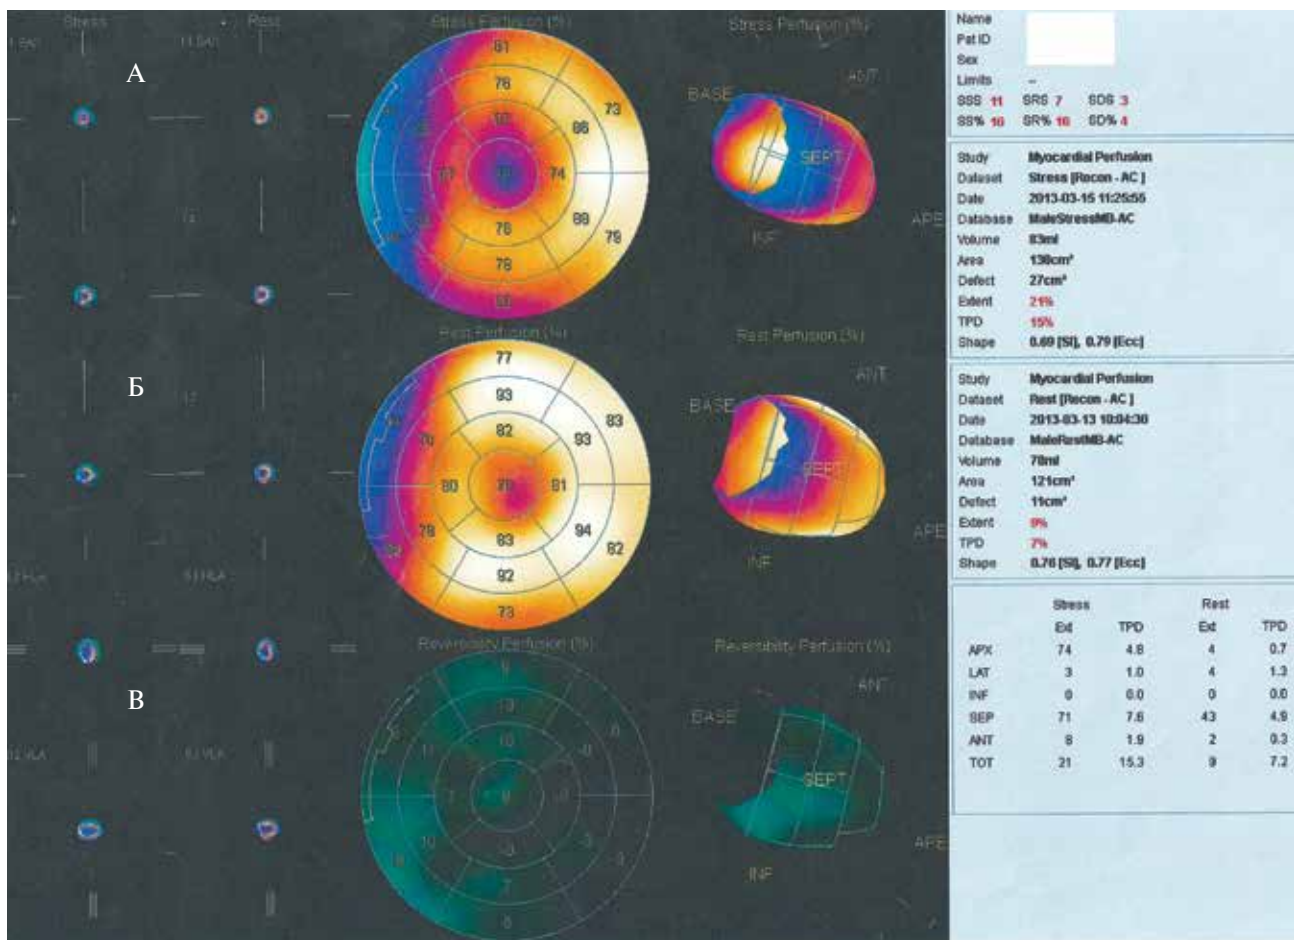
Томосцинтиграммы миокарда ЛЖ сердца после нагрузочной пробы (А), в покое (Б) и выделенные области обратимой ишемии миокарда (В).
